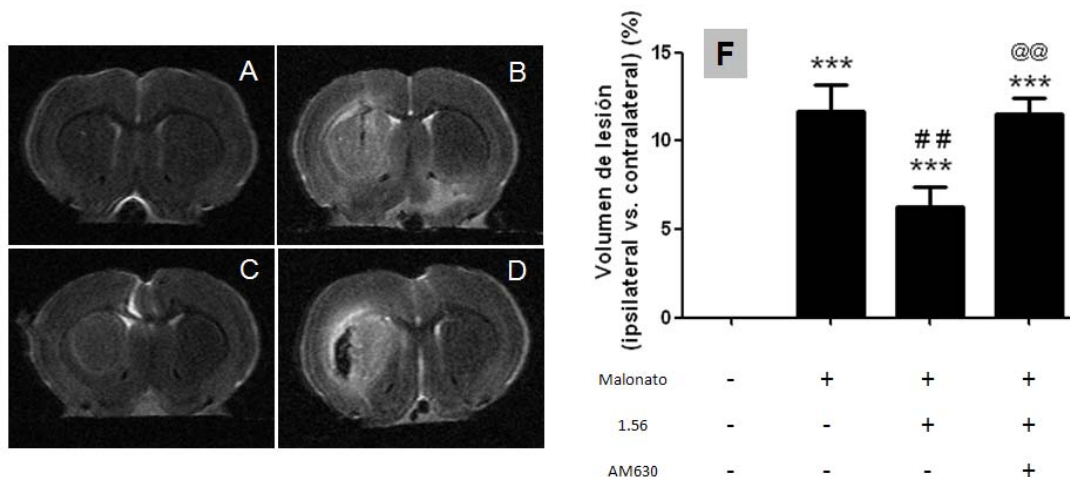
Determinación del volumen de edema causado por la lesión con malonato y el tratamiento con el compuesto 1.56 (1 mg/kg), en ausencia o presencia de AM630 (1 mg/kg). Las figuras A-D son imágenes representativas de la lesión estriatal analizadas por RMN: (A): sham, (B): malonato, (C): malonato + 1.56 (1 mg/kg), (D): malonato + 1.56 (1 mg/kg) + AM630 (1 mg/kg). La figura E representa los valores de lesión expresados como porcentaje de lesión del lado lesionado vs. lado no lesionado y se corresponden con los valores medios \pm EEM de 5-6 sujetos por grupo. (*)= $p < 0.005$ vs. sham, (##)= $p < 0.01$ vs. malonato, (@@)= $p < 0.01$ vs. malonato + 1.56 (1 mg/kg)).
